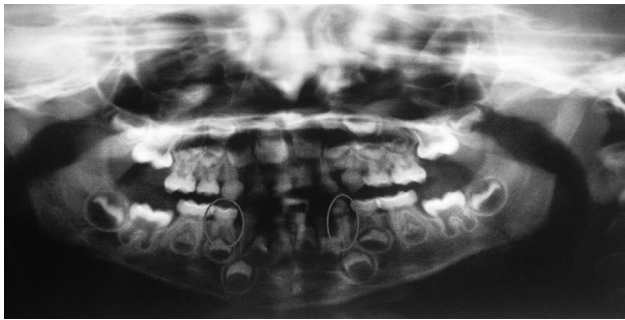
Ортопантомограмма Тимура П. спустя год
